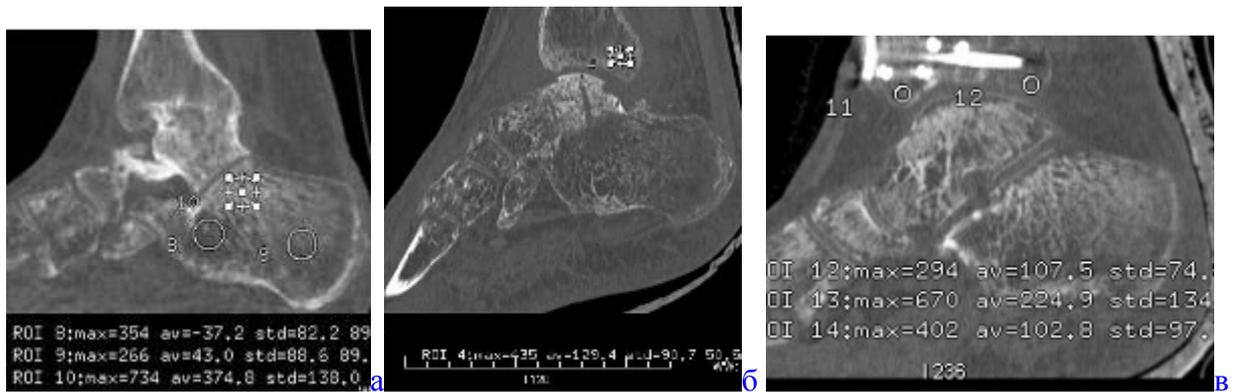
МСКТ голеностопного сустава больного Б., 49 лет (а); б-Ч., 26 лет; в-Щ., 58 лет. Хронический остеомиелит дистального отдела большеберцовой кости и стопы. МРР в сагиттальной плоскости. Измерение плотности.
